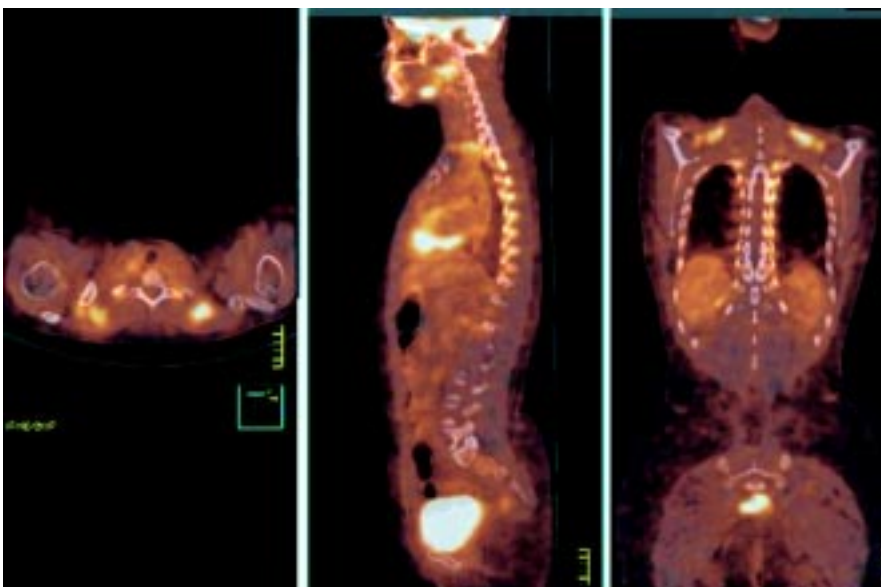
Estudio PET/CT donde se observa captación fisiológica de ^{18}F FDG en grasa parda a nivel cervical bilateral.
